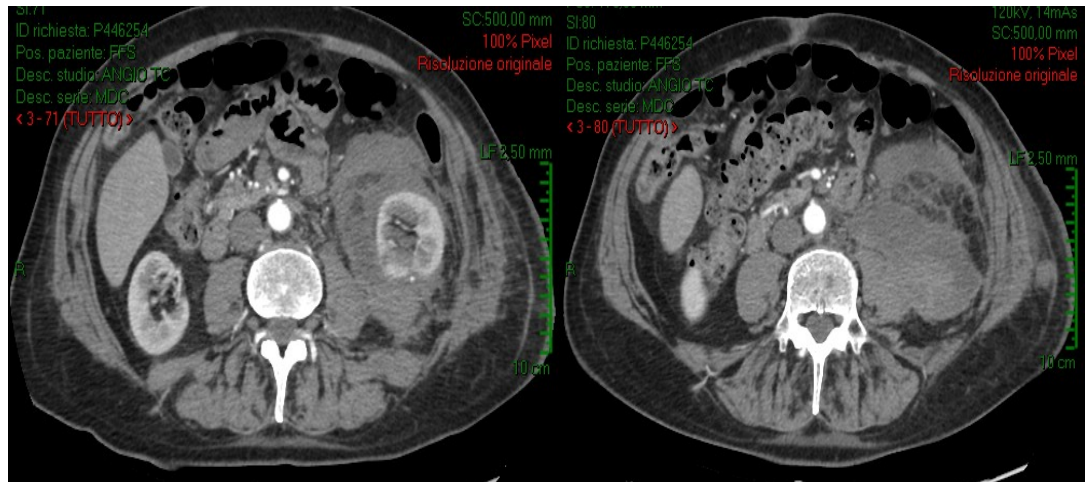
Ematoma perirenale e stravasamento arterioso documentati mediante TC dopo intervento renale.
